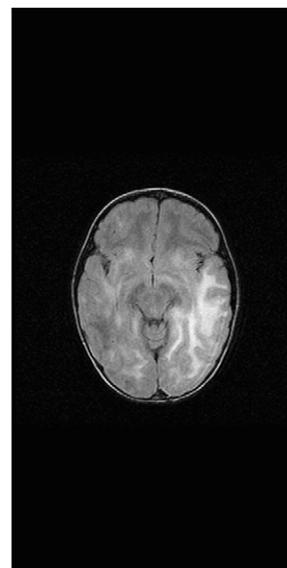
Corte axial de la RMN, secuencia FLAIR. Lesión difusa de la sustancia blanca supra e infratentorial, asimétrica, de predominio parietotemporal izquierdo.
